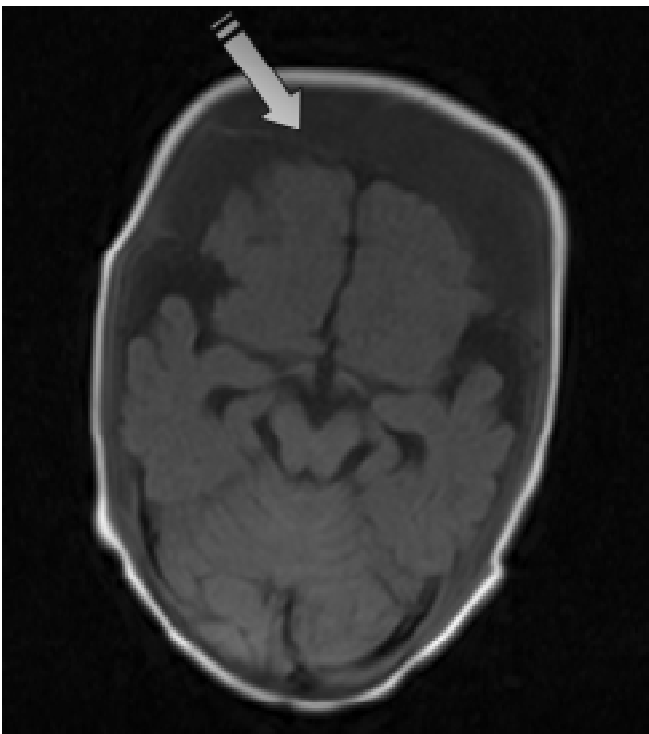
Магнітнорезонансна томографія в аксіальній проекції. Гідрома в субарахноїдальному просторі лобово-тім'яної ділянки
